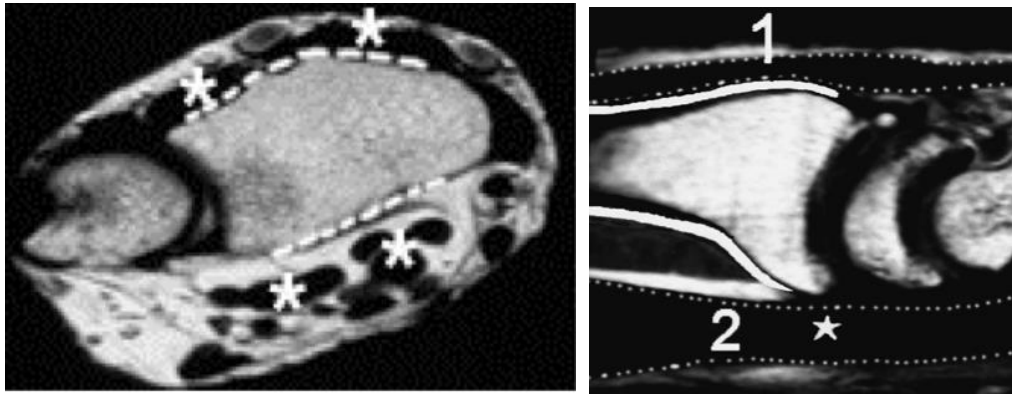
Cortes transverso y longitudinal de una RMN, donde observamos como las líneas discontinuas en la imagen de la izquierda y las continuas en la imagen de la derecha representan el lugar de aplicación de las placas tanto por vía dorsal (1) como volar (2). En la vía dorsal encontramos un contacto directo con los tendones extensores¹¹³.
